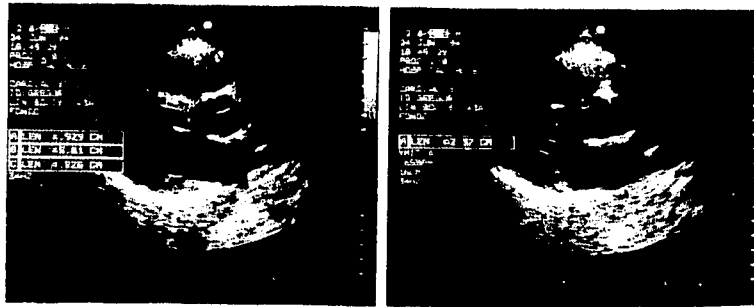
Ecocardiograma 2D. Eje largo paraesternal . A la izquierda : Medidas del SIV y PP del ventrículo izquierdo así como su diámetro diastólico. A la derecha: Cuantificación del diámetro sistólico. Técnica recomendada por la Sociedad Americana de Ecocardiografía.
